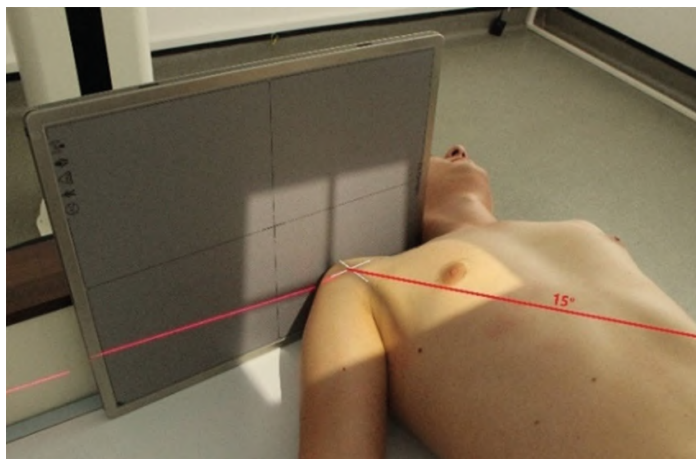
Рентгенография плечевого сустава. Тангенциальная проекция межбугорковой борозды (метод Фиска)
